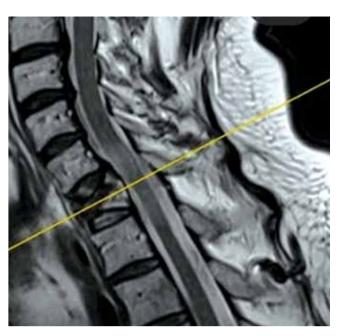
Магнитно-резонансная томография шейного отдела позвоночника того же пациента через 2 мес после начала терапии помалидомидом. Плазмоцитома регрессировала
